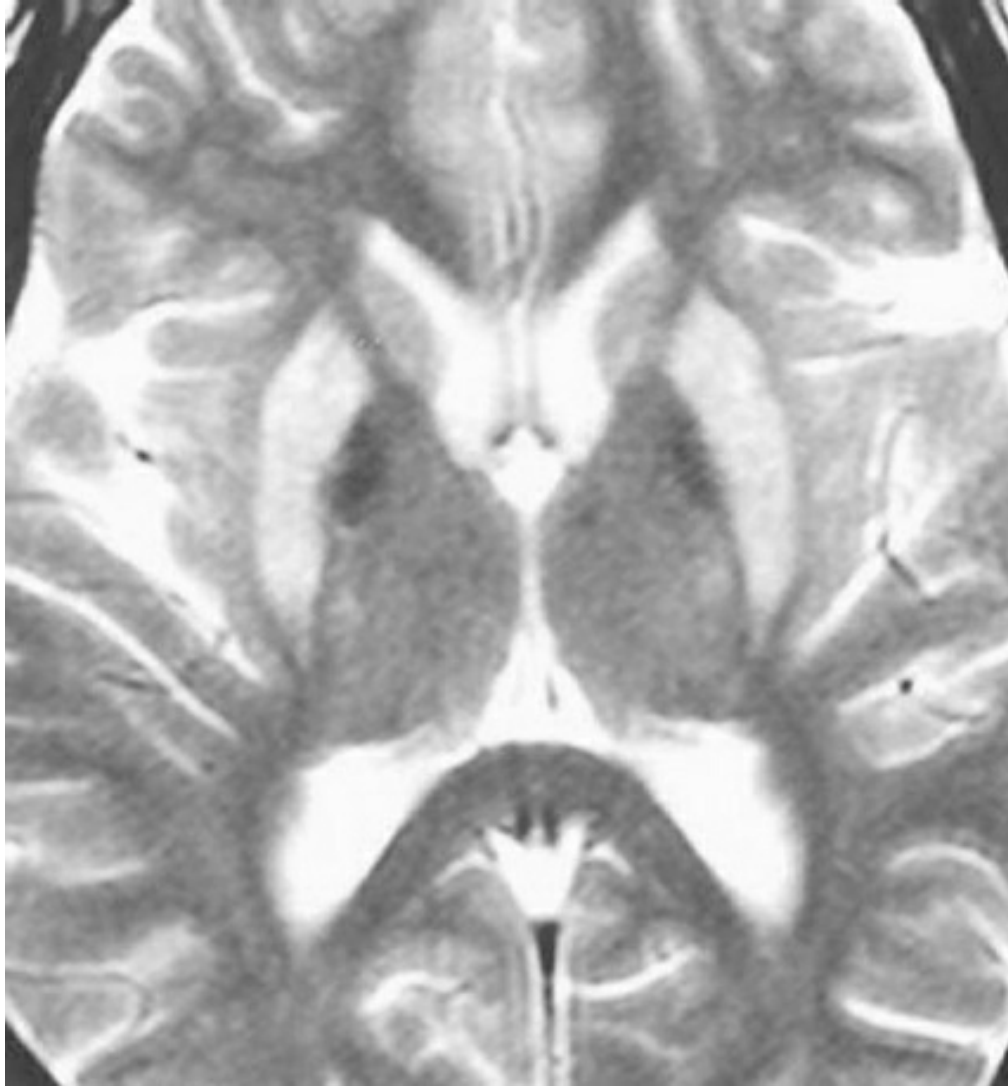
RMN axial ponderada en T2.
